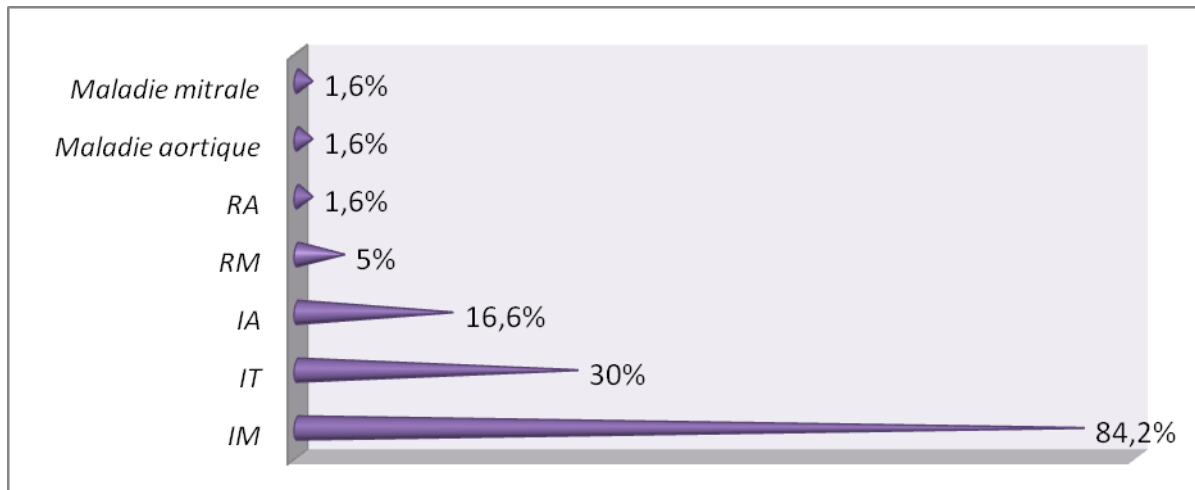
Les valvulopathies notées à l'échocardiographie
